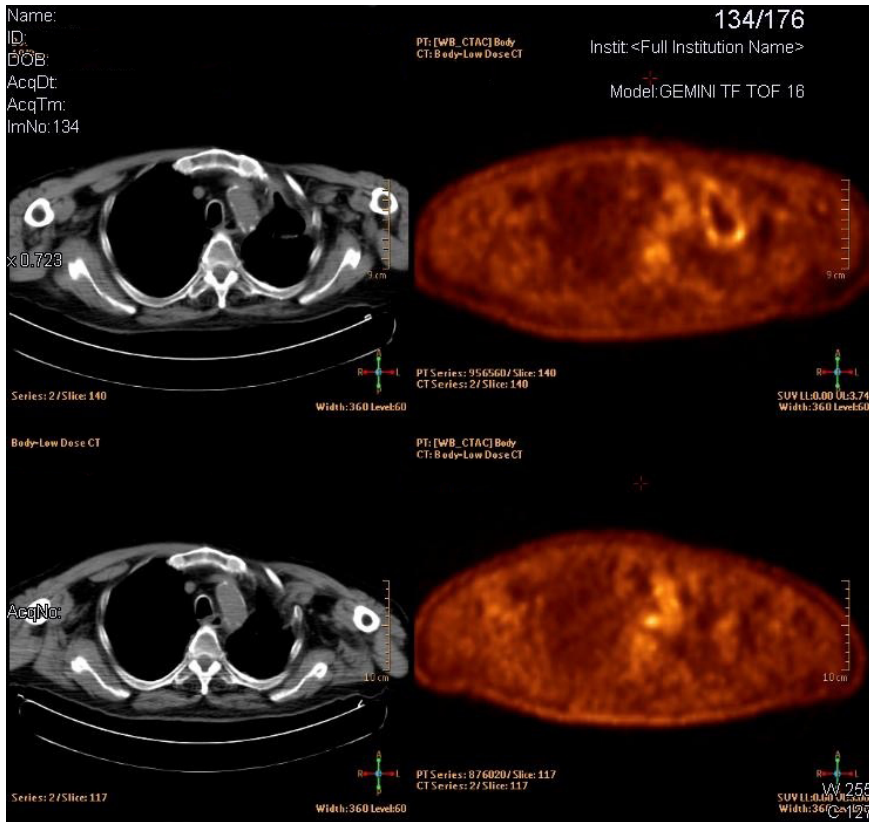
PET 2014-Captazione modesta a livello delle pareti del cavo aereo residuo e del moncone bronchiale
